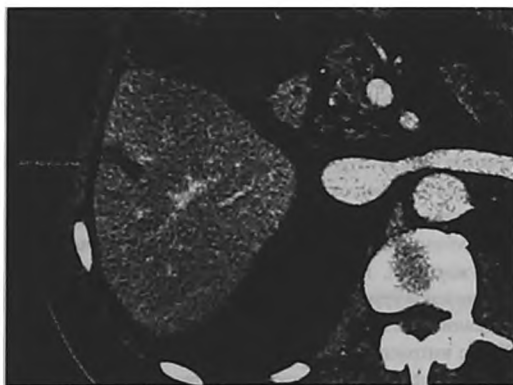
Результат контрольной компьютерной томографии после проведения чрескожной РЧА.
